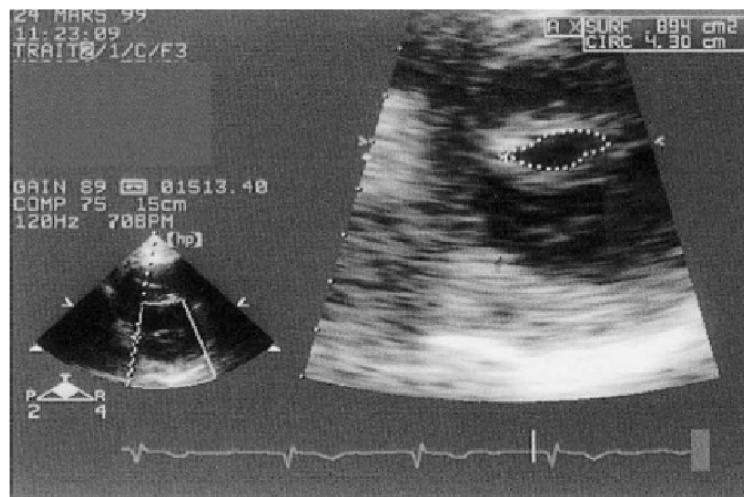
Rétrécissement mitral serré. Vue en échocardiographie transthoracique en coupe parasternale petit axe avec planimétrie de l'orifice mitral. [22]
